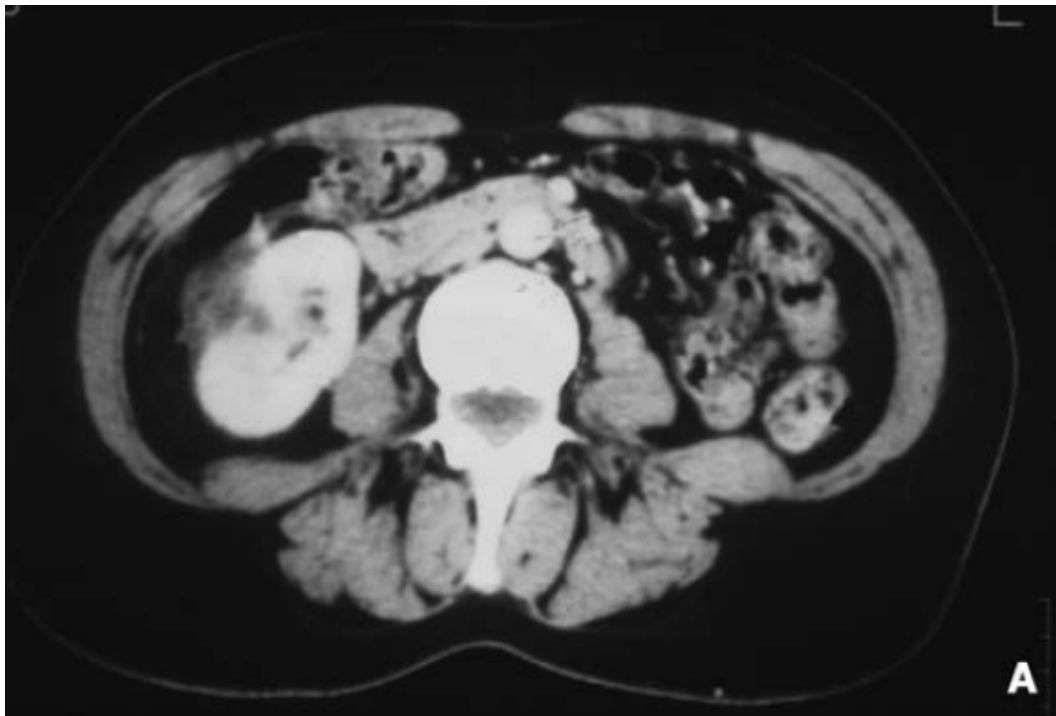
TDM C+ : zone hypodense du bord externe du rein droit (28)
